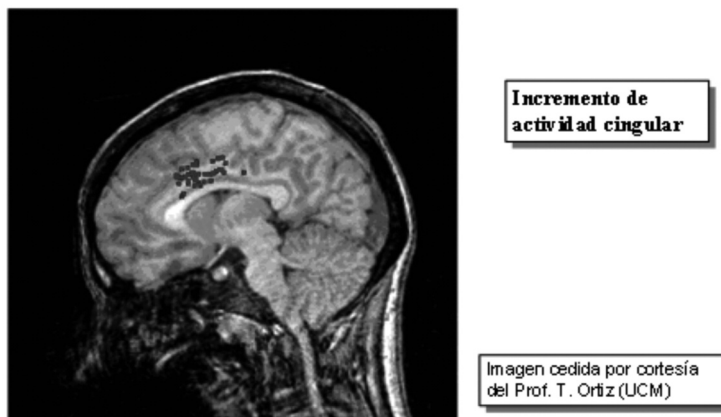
RM durante la realización de una prueba de inhibición de respuesta.
